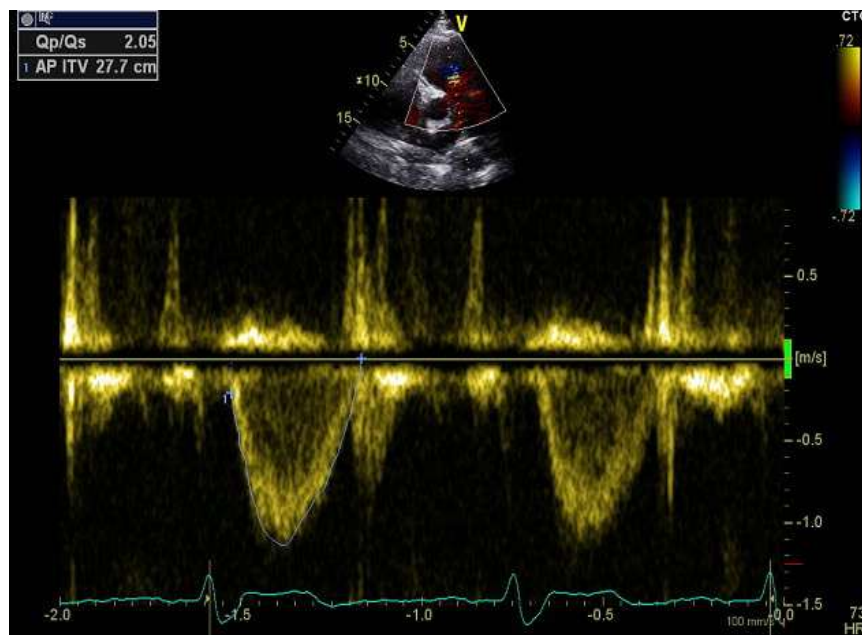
Etude du doppler Qp /Qs en faveur d'un shunt Gauche droite important.
